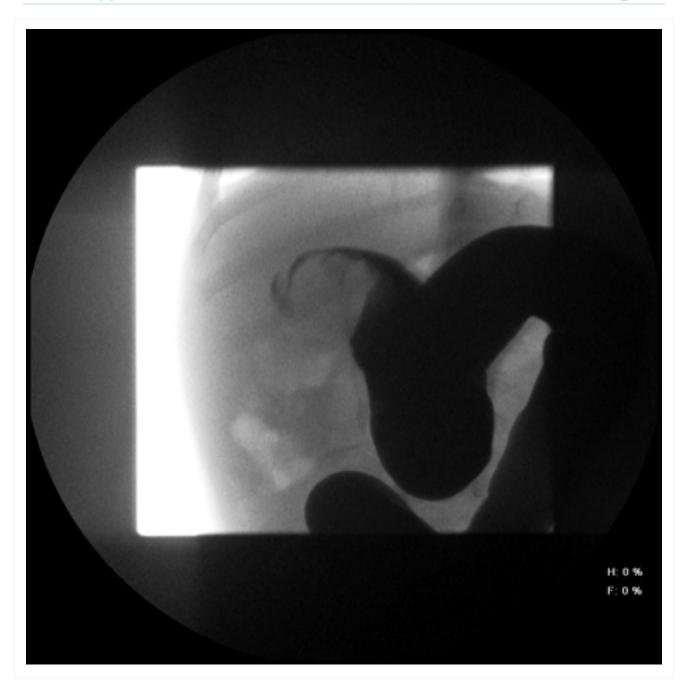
Local de intussuscepção conforme revelado pela radiografia abdominal, que mostra o menisco Do acervo do Dr David J. Hackam; usada com permissão
